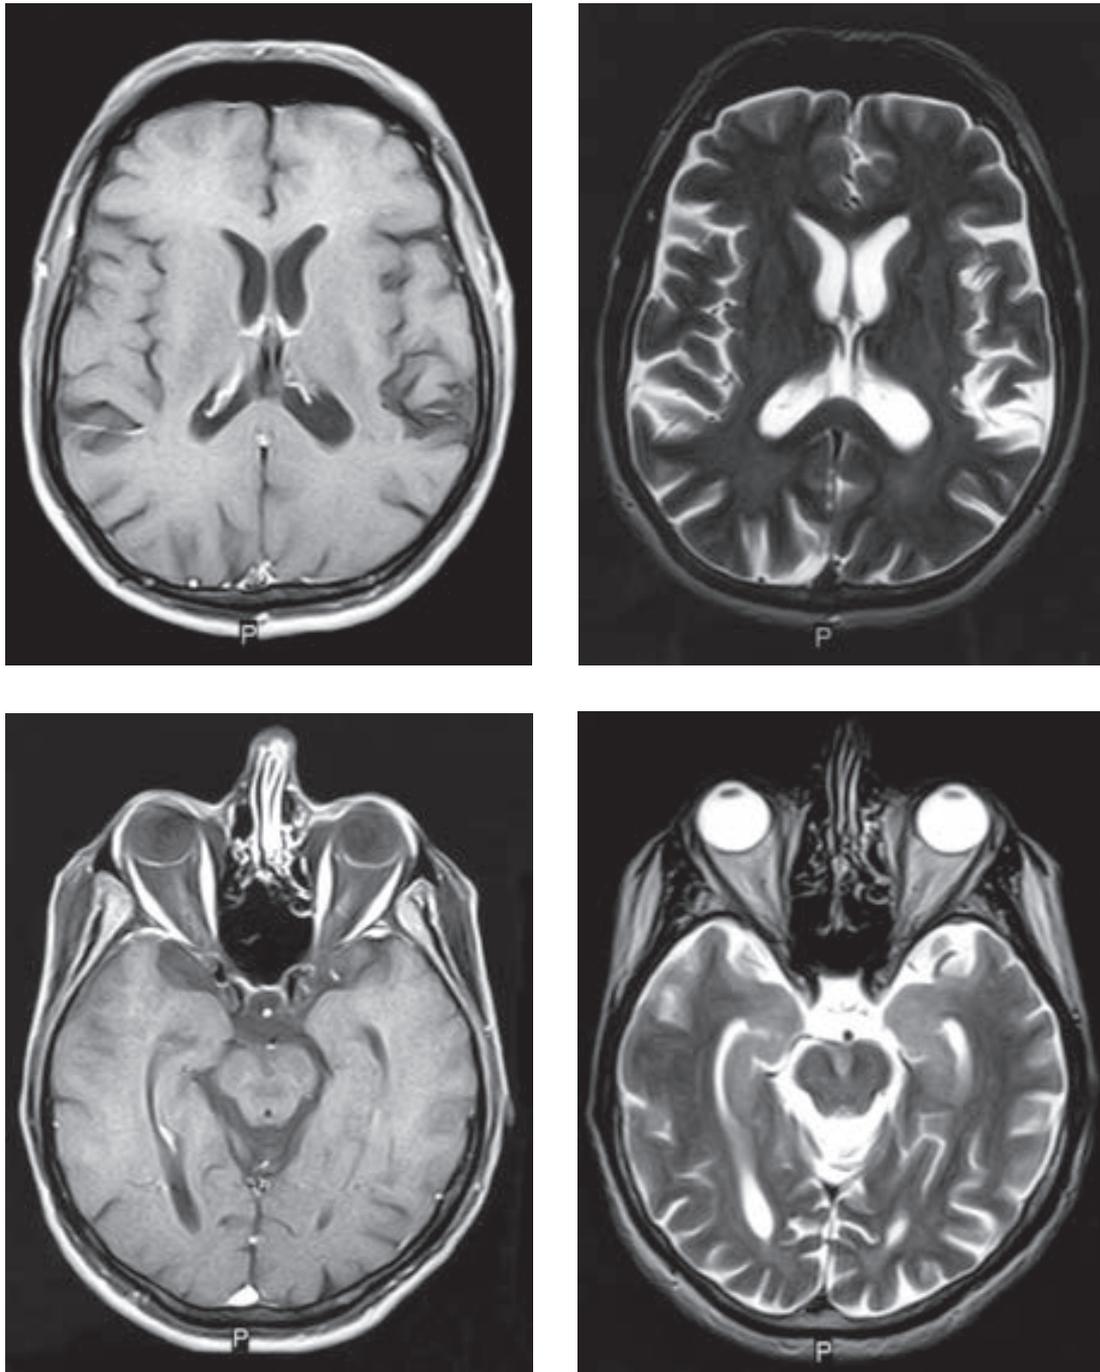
IRM del cerebro de un hombre de 62 años de edad, en las que se aprecia la anatomía normal. Paneles izquierdos: imágenes calibradas en T1 (LCR oscuro) y mejoradas con gadolinio; paneles derechos: imágenes calibradas en T2 (LCR blanco). Imágenes captadas al nivel de los ventrículos laterales (paneles superiores) y del mesencéfalo (paneles inferiores). Imagen media sagital calibrada en T1 en la página siguiente. Imágenes del cerebro del mismo paciente que en la figura 11-2.
